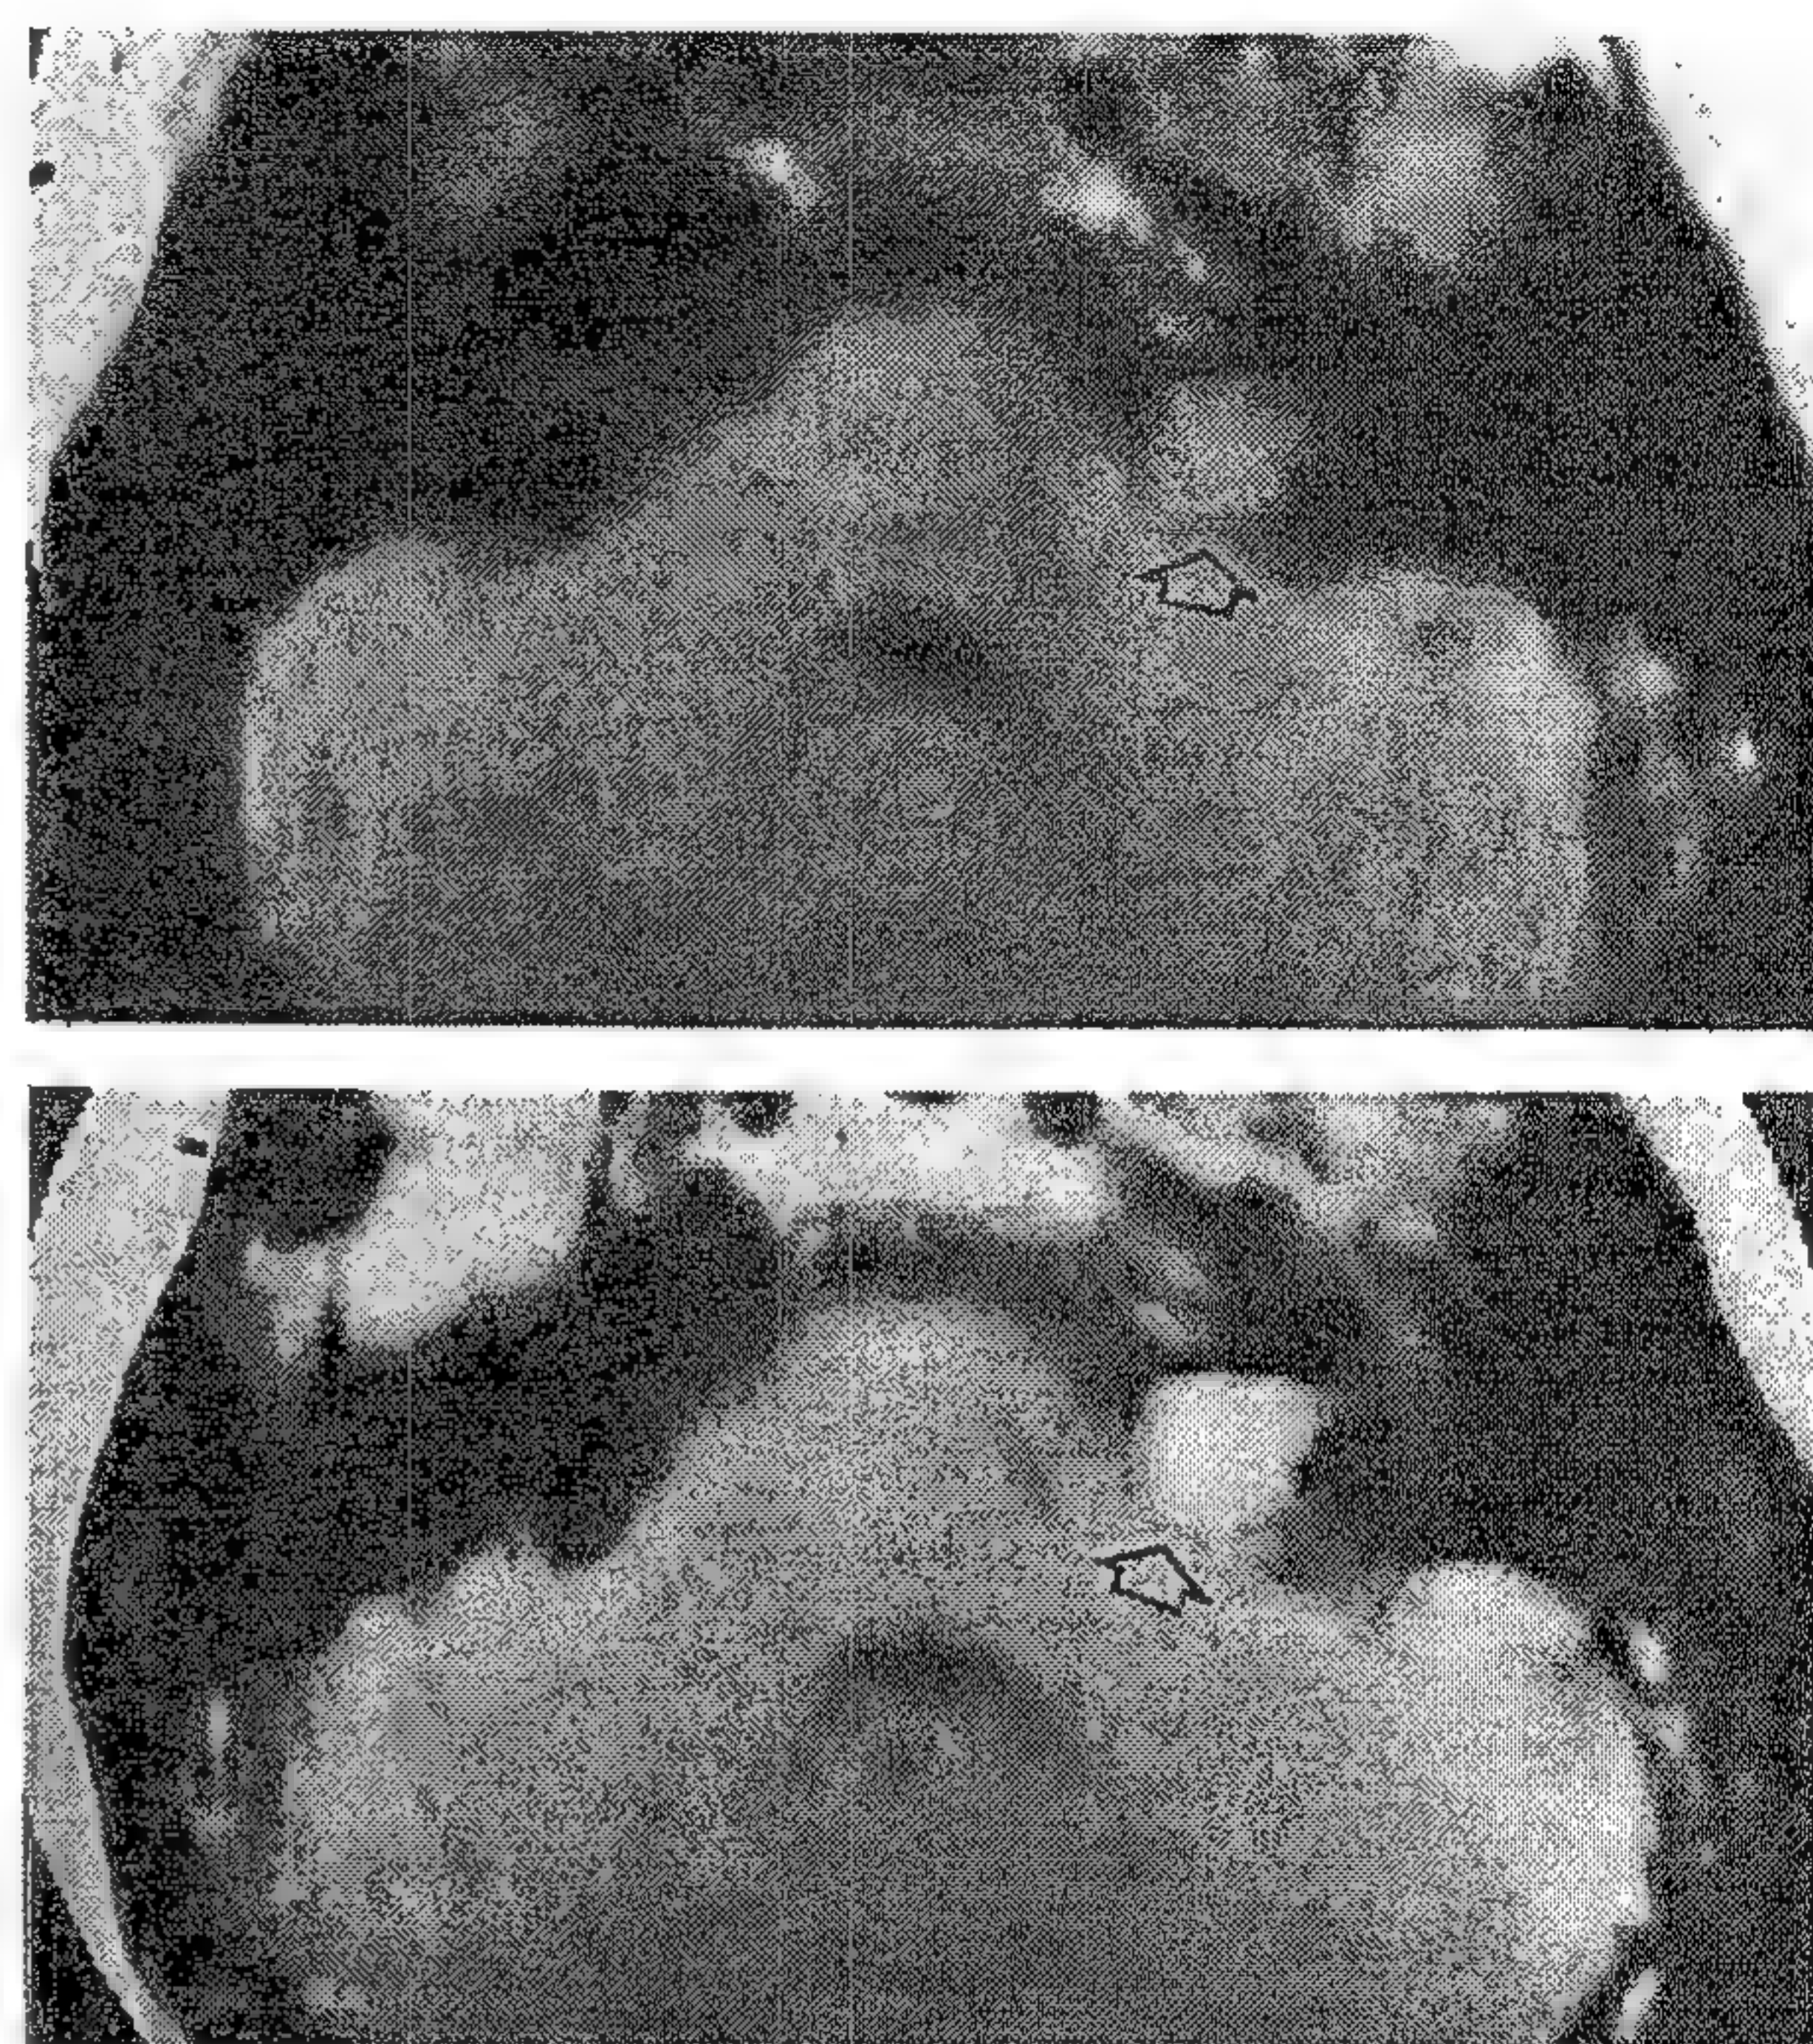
Rezonanță magnetică nucleară la un pacient cu schwanom acustic drept. Deasupra, imagine ponderată în  $T_1$  fără priză de substanță de contrast, dedesubt imagine cu priză de gadolinium. Tumoarea este indicată prin săgeată. Imaginea a fost obținută cu un scanner 0,5, ceea ce demonstrează că imagini adecvate pot fi obținute chiar cu aparatură care nu aparține ultimelor generații.
